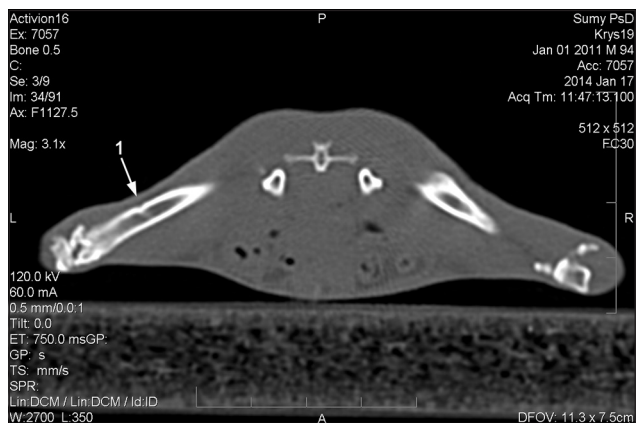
Комп'ютерна томограма стегнової кістки щура на 60-у добу після імплантації chronOST™. Ліва стегнова кістка з дефектом кортикальної пластинки, який заповнений остеопластичним матеріалом (1) на поперечному зрізі
